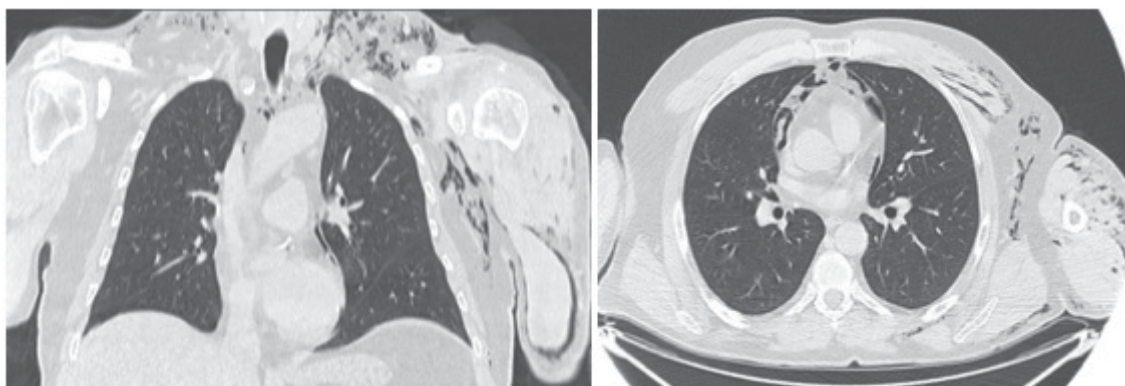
TC do tórax do paciente.
